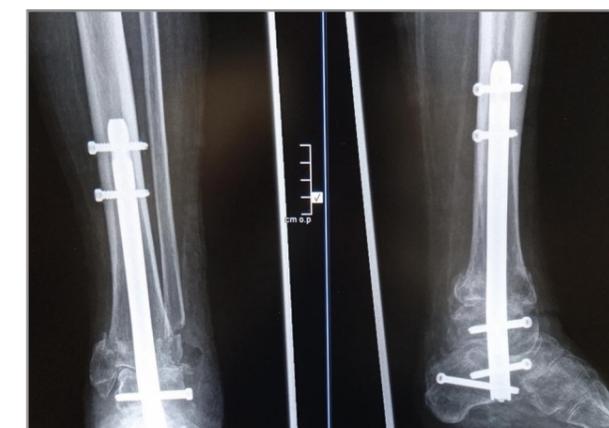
Röntgen post OP mit Arthrodese Nagel und autologer Spongiosaplastik (T2 Ankle Arthrodesis Nail, Fa. Stryker Trauma GmbH).
